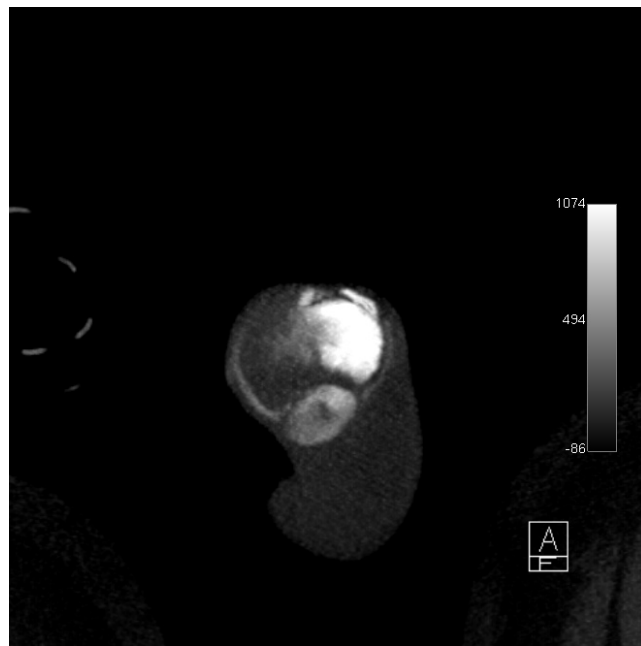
image scanographique avant reconstruction TDM d'un sujet de 34 ans avec DE primaire. Opacification précoce du corps spongieux avec drainage postéro latéral à partir du corps spongieux. EHS=2
